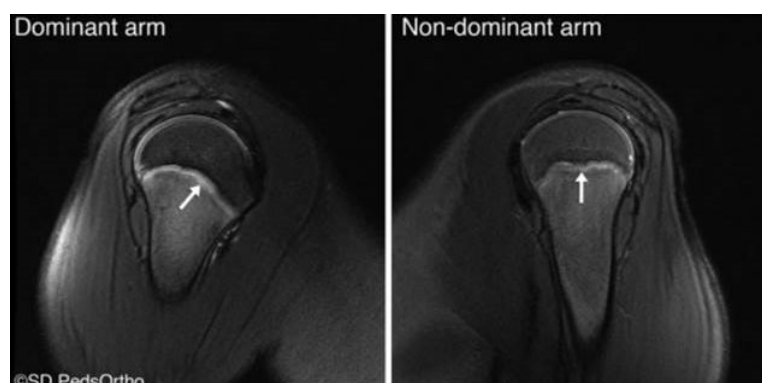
Sagittale T2 MRT zeigt periphyseales Ödem (123)
